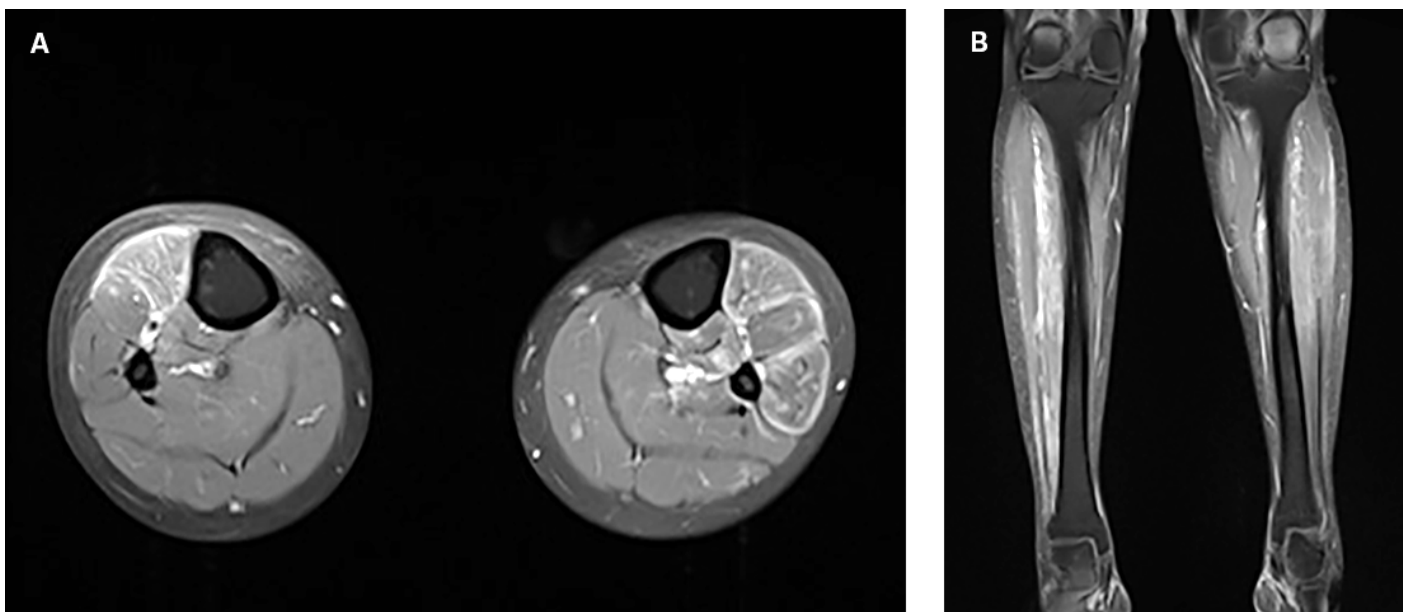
Magnetresonanztomogramm des Unterschenkels in Frontal- (A) und Transversalebene (B); T1-Sequenz mit Kontrastmittel (in Weiss). Bilaterales, langstreckiges, muskuläres Ödem mit pathologischer Kontrastmittelaufnahme.
